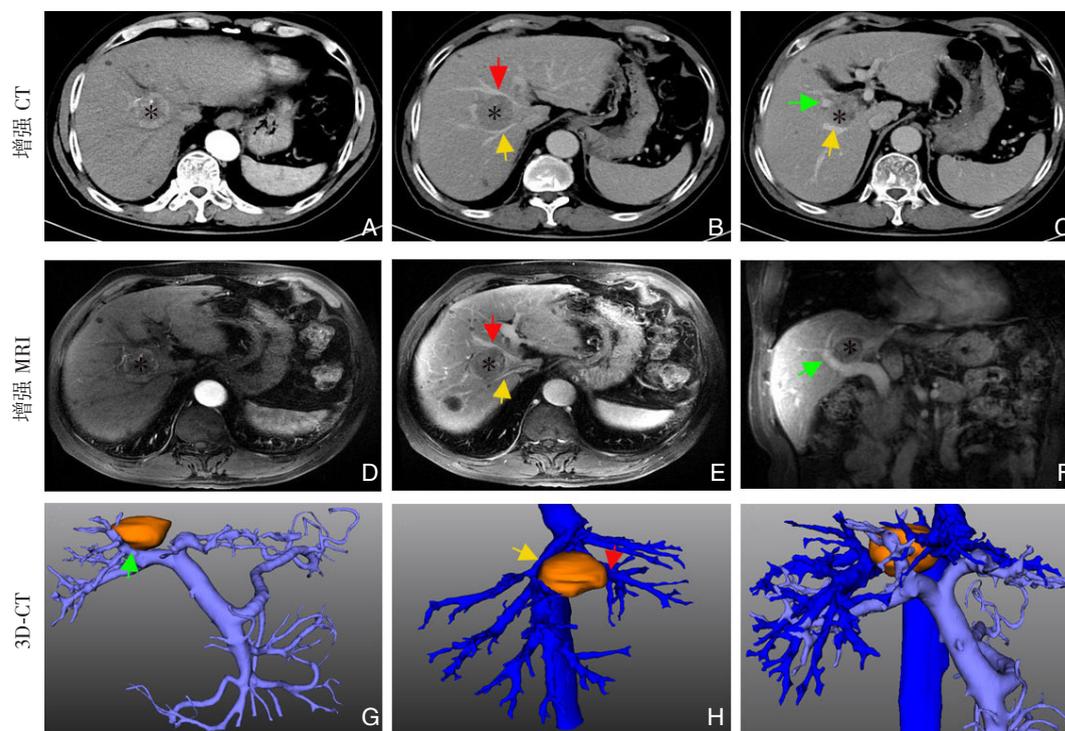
术前影像学检查发现肝 VIII 段原发性肝癌，肿块紧邻门静脉右前支及肝中、右静脉（星号示肿瘤，红色箭头示肝中静脉，黄色箭头示肝右静脉，绿色箭头示门静脉右前支） A-C：上腹部增强 CT 扫描；D-F：上腹部增强 MRI 扫描；G-I：肝脏 3D 重建
